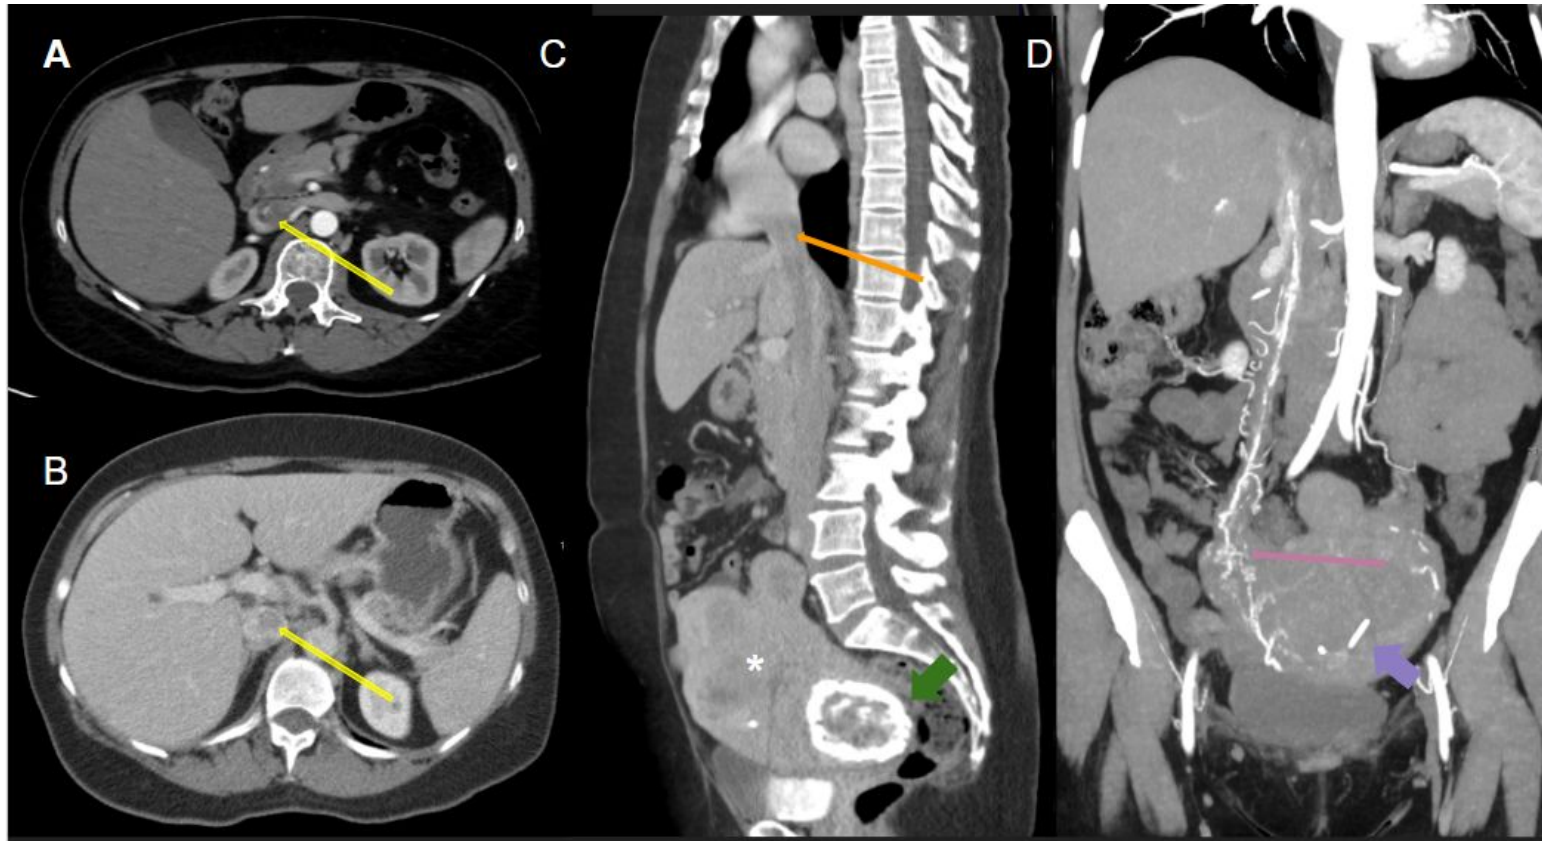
Mujer de 42 años con leiomiomas uterinos y AP de miomectomía. Las imágenes de TC axiales con civ en fase arterial (A) y venosa (B) a la altura de la vena renal muestran un defecto de llenado (flecha amarilla) en la cara anterior de la luz de la vena cava inferior. Las reconstrucciones sagital (C) y coronal oblicua MIP (D) muestran el defecto de llenado de 25 cm de longitud que se extiende desde la vena ovárica derecha (flecha rosa) hasta la salida de la VCI en la aurícula derecha (flecha naranja). También se muestra un útero miomatoso (\*) con un DIU (flecha morada) y un mioma calcificado (flecha verde).
